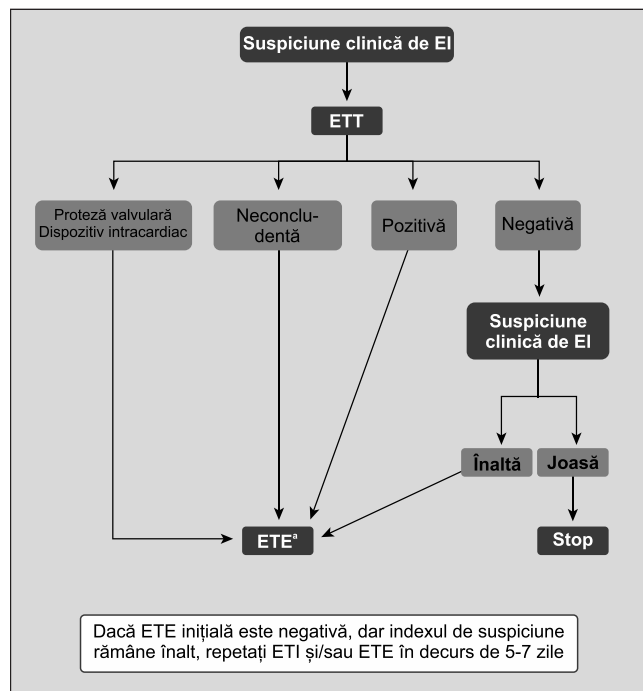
Indicații pentru ecocardiografie în suspiciunea de endocardită infecțioasă.
